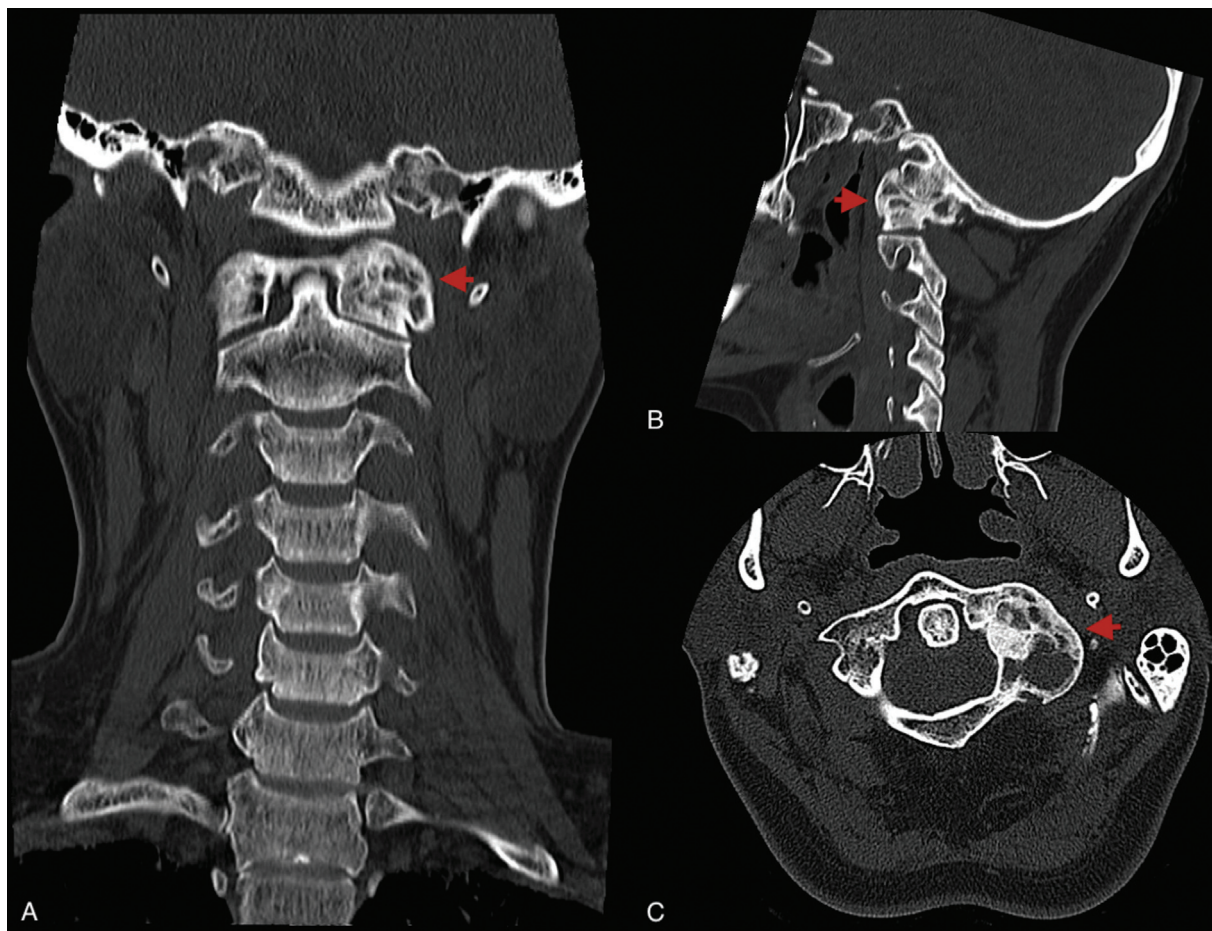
Tomografía axial computarizada cervical sin contraste, a los cuatro meses del tratamiento. Cortes coronal (A), sagital (B) y axial (C), en los que se observan signos de corticalización inicial de la lesión.
